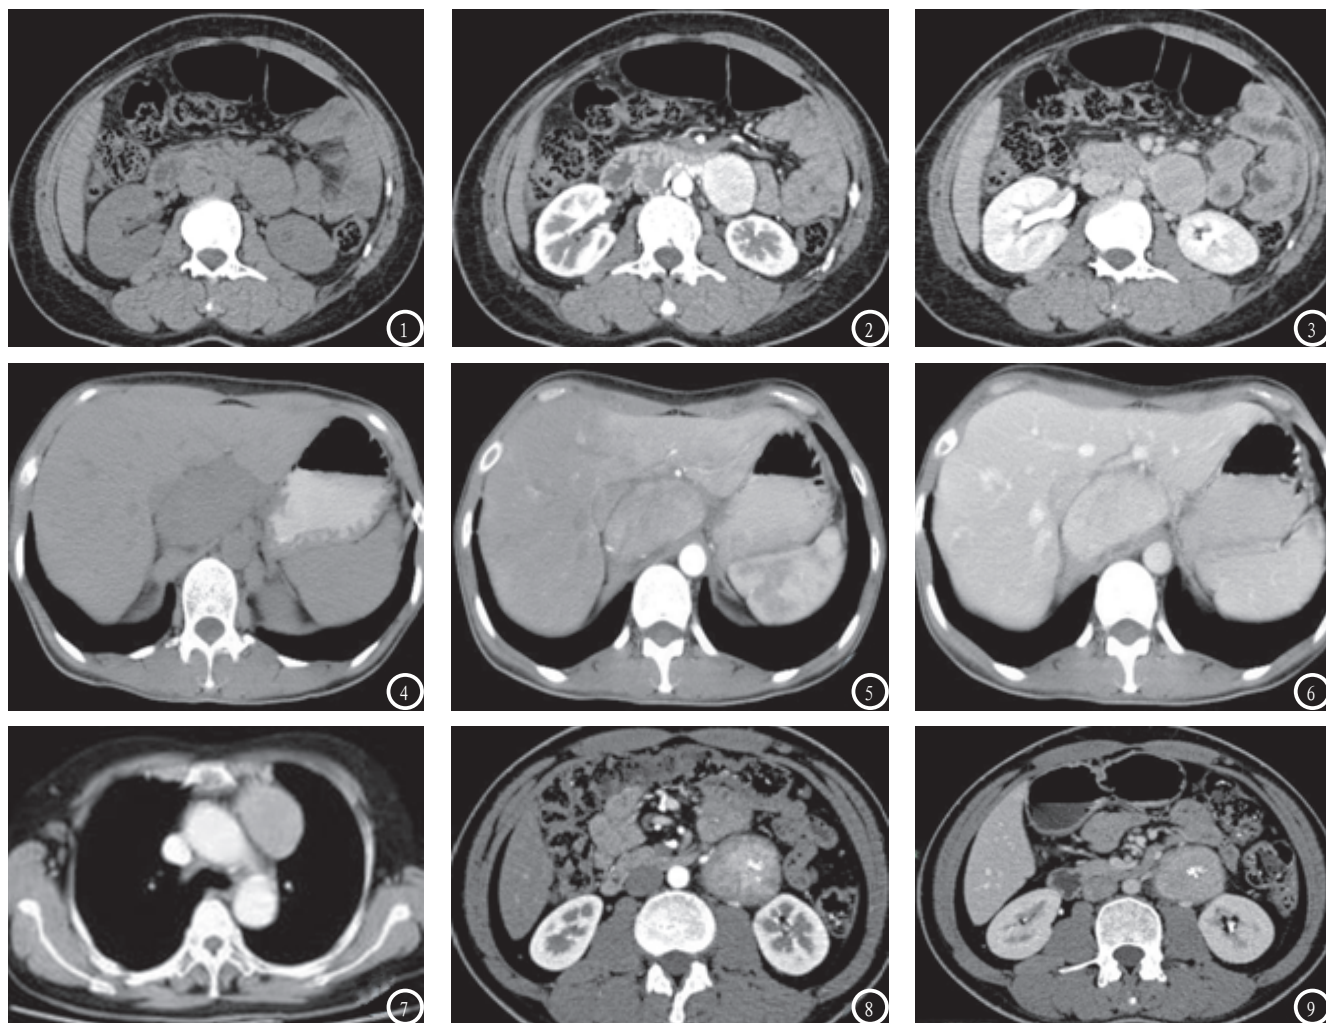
腹膜后透明细胞型CD。图1 CT平扫示腹主动脉旁近左肾门区圆形等密度肿块,密度均匀,边界清晰;图2 增强动脉期肿块显著强化,边缘见强化血管;图3 静脉期肿块呈均匀稍高密度。图4-7 腹主动脉与门脉间隙及纵膈浆细胞型CD。图4 CT平扫腹主动脉与门脉间隙椭圆形均匀略低密度影;图5 增强动脉期呈较均匀轻度强化;图6 静脉期持续强化,伴周围晕状低密度环;图7 动脉期主动脉弓旁肿块均匀轻度强化,与腹膜后肿块强化一致。图8-9 左肾门透明细胞型CD。图8 增强动脉期肿块中度强化,中心强化明显,边界清晰;图9 静脉期肿块强化均匀呈稍高密度,中心见分支状钙化。
